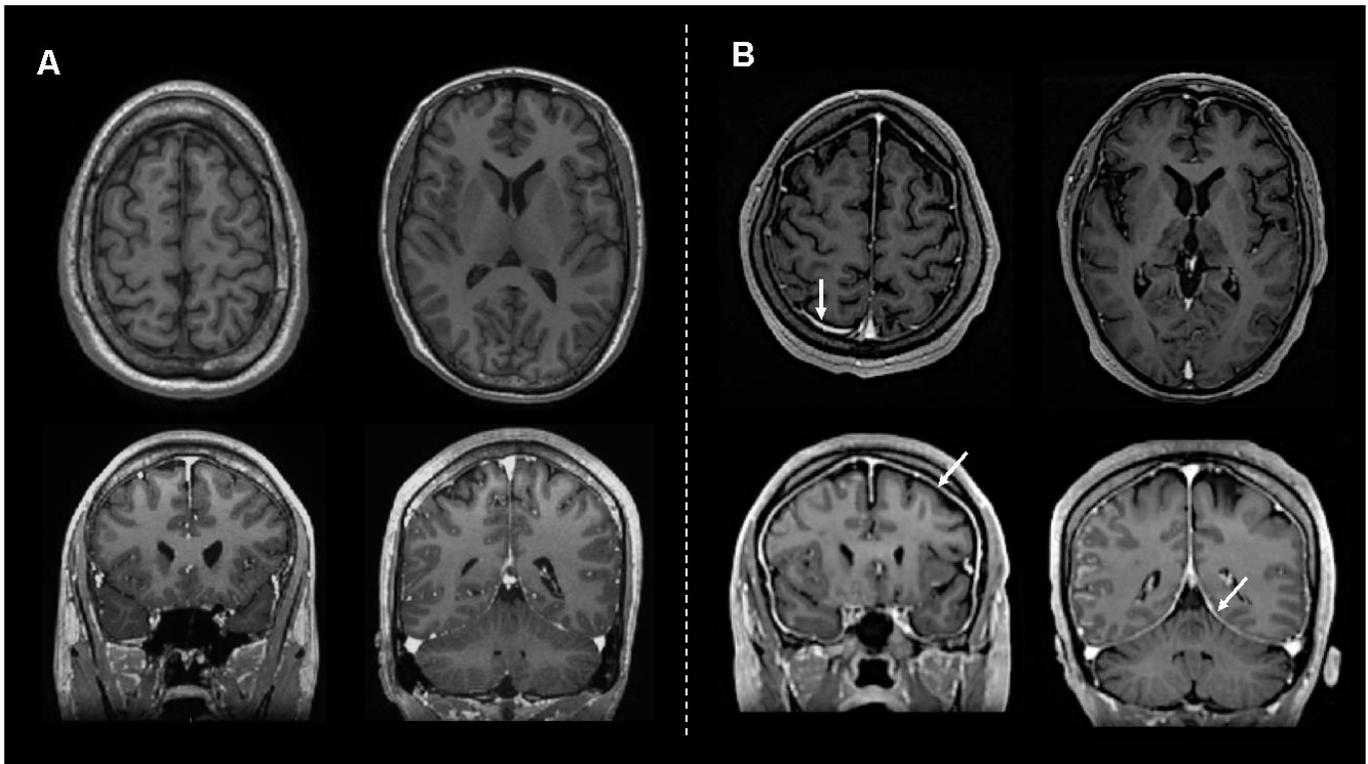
Panel A. RMN con contraste en T1 de un paciente con ANMDARE sin realce paquimeníngeo. Panel B. Resonancia magnética con contraste en T1 de un paciente con ANMDARE y realce paquimeníngeo. Las flechas blancas muestran un engrosamiento continuo de la duramadre caracterizado por un intenso realce del contraste tras la administración de material de contraste localizado en el tentorium cerebelli, ambos hemisferios cerebrales y el falx cerebral.
